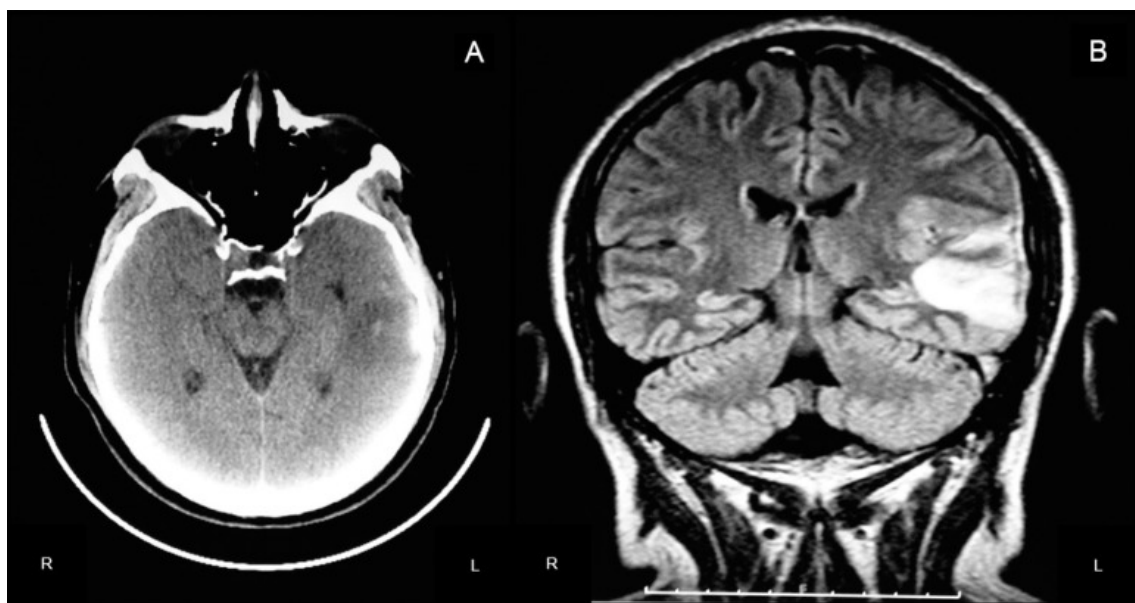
TC cerebral con pequeñas manchas hiperdensas en el área hipodensa en el lóbulo temporal izquierdo. [B] El segundo día, la secuencia de resonancia magnética
